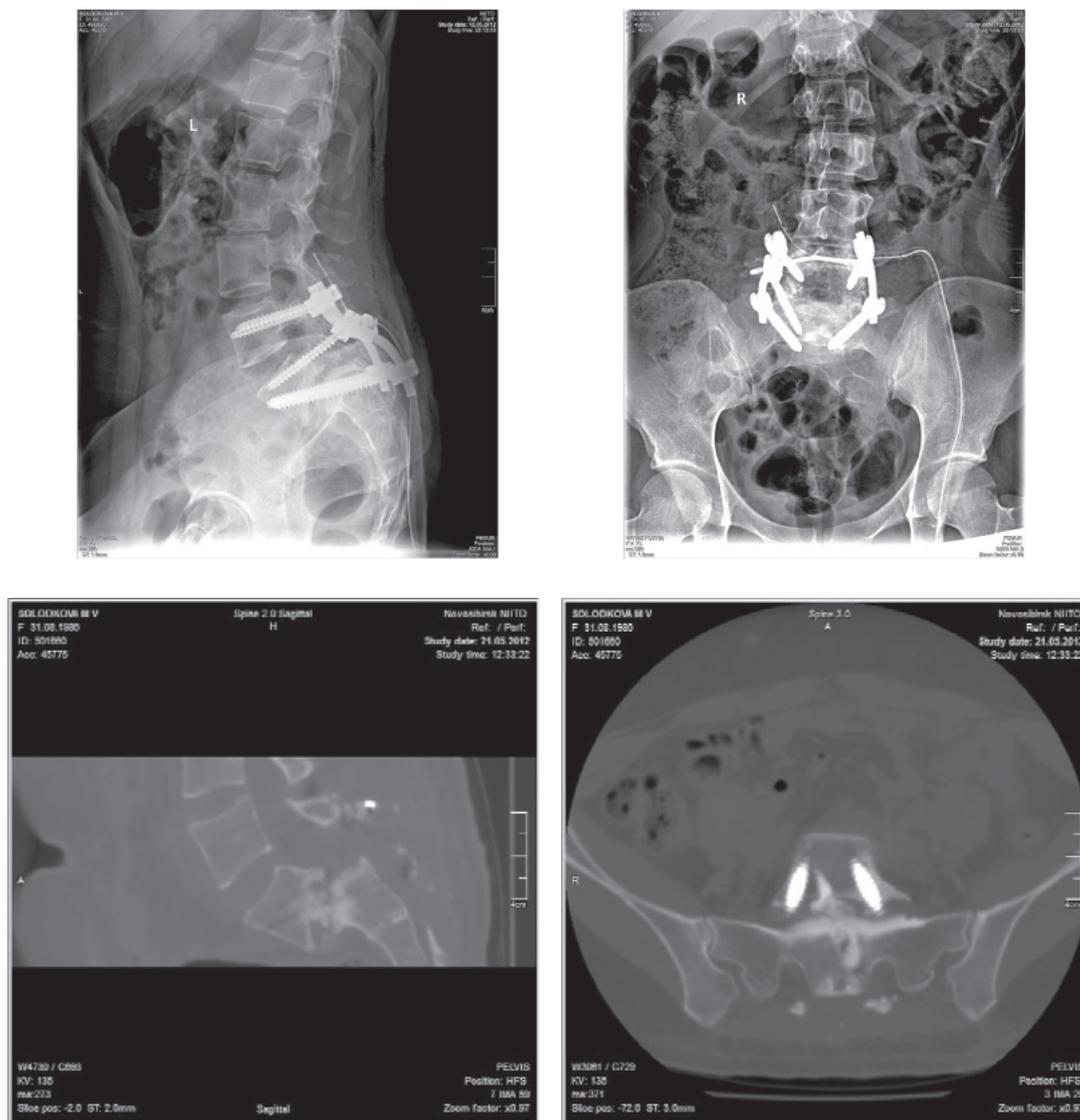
Послеоперационные рентгенограммы и МСКТ пациентки С., 25 лет
